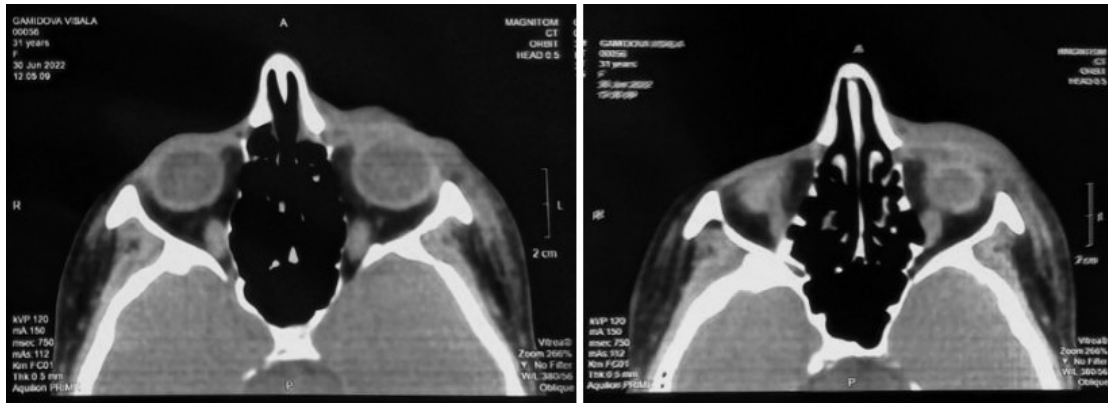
Комп'ютерна томограма орбіт, на якій виявлено ущільнення клітковини верхньої і нижньої повік та окулоорбітальної області ліворуч.
